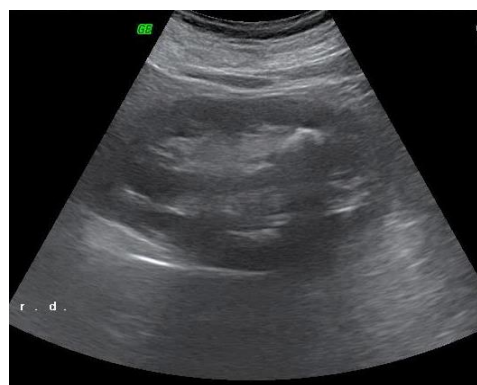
УЗИ единственной правой почки
